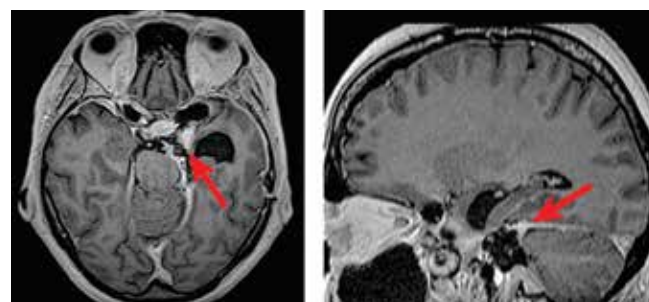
Данные нейровизуализационных исследований после операции. Магнитно-резонансная томография с контрастом: остаточная опухоль в левом кавернозном синусе и намете мозжечка (красные стрелки); аксиальной, поперечной дислокации и острой гидроцефалии нет
